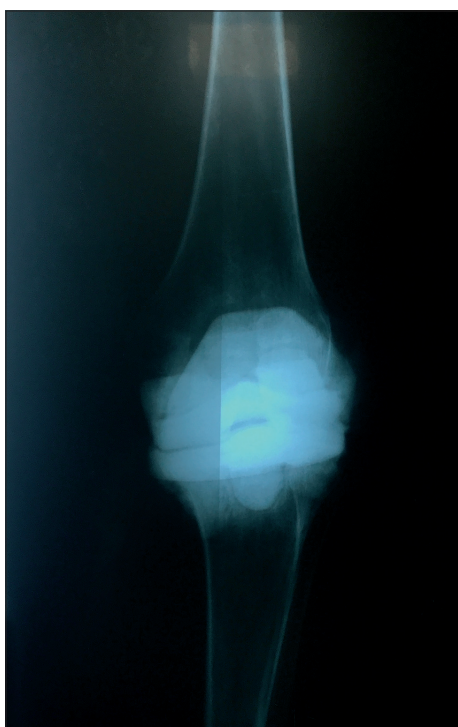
Рентгенограмма правого коленного сустава с гонитом и септическим некрозом медиального мыщелка правой большеберцовой кости
